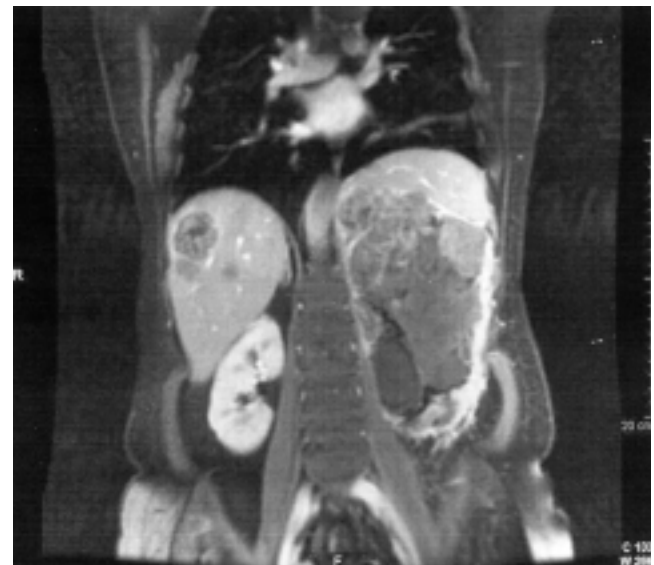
Resonancia magnética con gadolinio en corte coronal.
